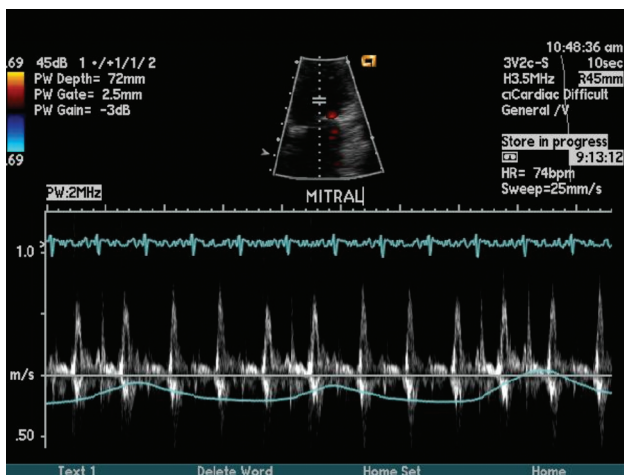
Doppler pulsado com amostra posicionada no nível das bordas dos folhetos da valva mitral – onde se observa padrão restritivo do fluxo diastólico mitral. Nota-se também variação da velocidade da onda E mitral com a respiração > 25%. (Cortesia da Dra. Vera Salemi)
